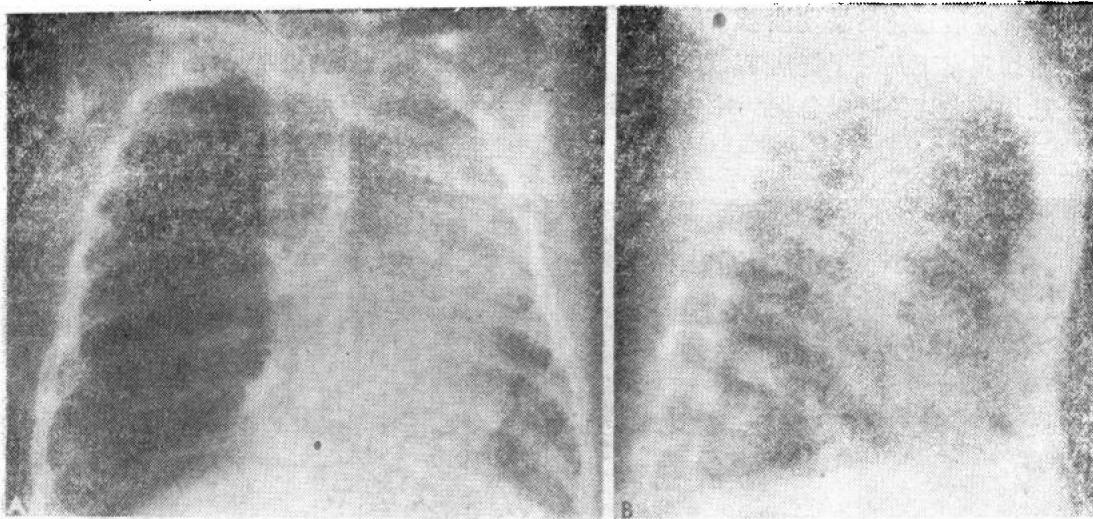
A.X线片示婴儿大叶肺气肿(中叶),纵隔左移,中叶疝过中线,右下叶被压缩至右心缘,右膈下降。B.侧位片示上纵隔透明肿物系中叶膨胀跨过纵隔。
